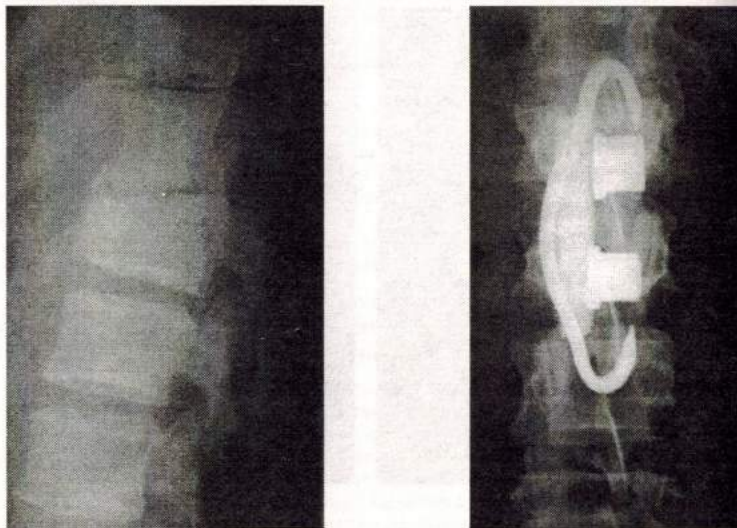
Фото с рентгенограмм больной Я., 21 года, с диагнозом: Закрытые неосложненные компрессионные переломы тел  $Th_{XII}$   $L_1$  позвонков. Разрывы межпозвонковых дисков  $Th_{XI}$ - $Th_{XII}$   $Th_{XII}$  -  $L_1$ .
